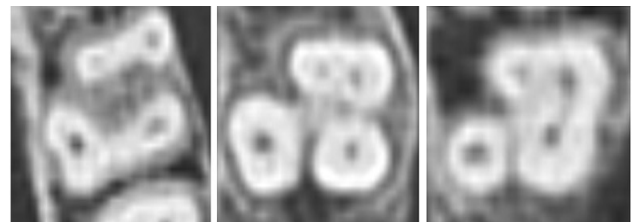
Imágenes de Tomografía Axial Computarizada con presencia de MV2
